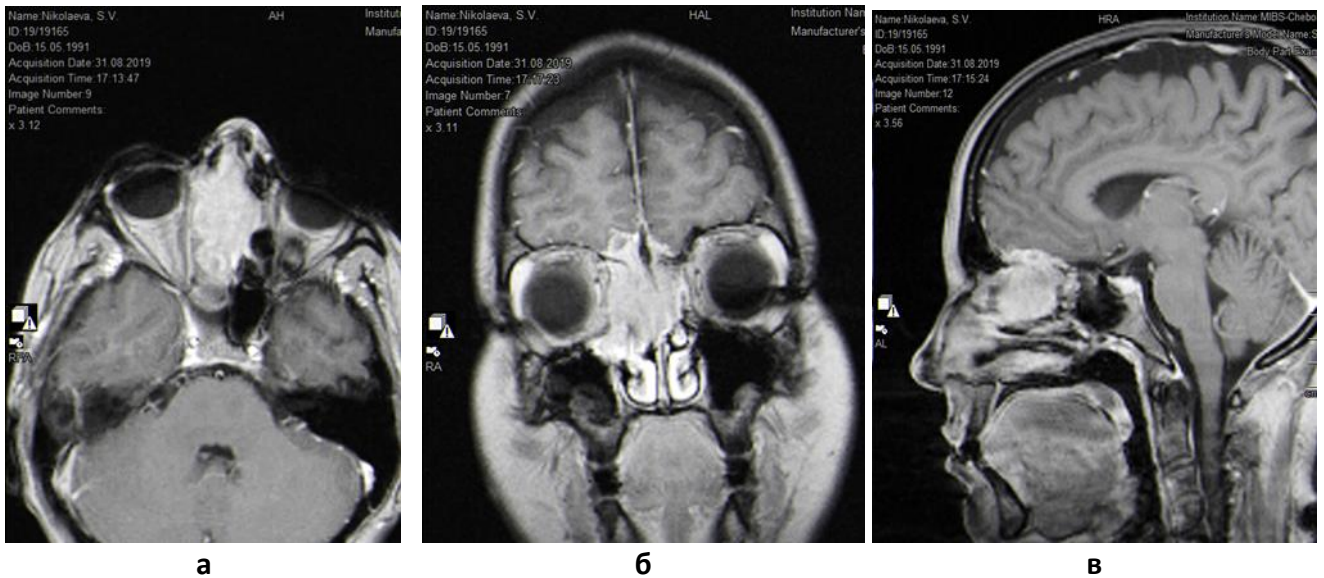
(а, б, в) – КТ, МРТ-картина опухоли решетчатого лабиринта с интракраниальным распространением. В правой половине решетчатого лабиринта, незначительно заходя на левую половину, определяется опухоль размером $4,6 \times 2,0 \times 4,0$ см. Опухоль разрушает ситовидную пластинку, распространяется на ТМО, но без перифокального отека. Размеры интракраниального компонента составляют $2,1 \times 1,1$ см по коронарным срезам, до 2,8 см по сагиттальным срезам. пазухах, а также в правой половине определяются Застойные изменения в правых лобной, гайморовой, основной пазухах
